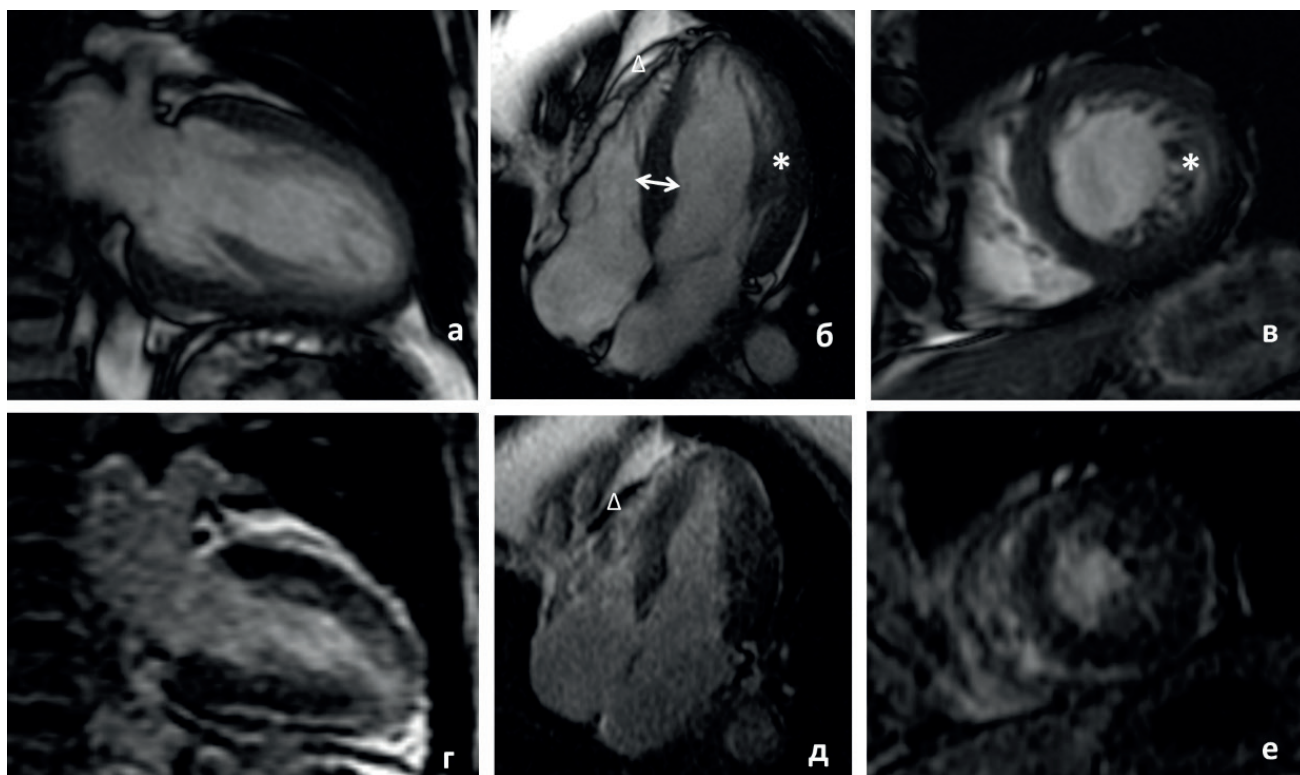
МРТ сердца матери пробанда (I-4). (а-в) кино-режим, SSFP-последовательность:
